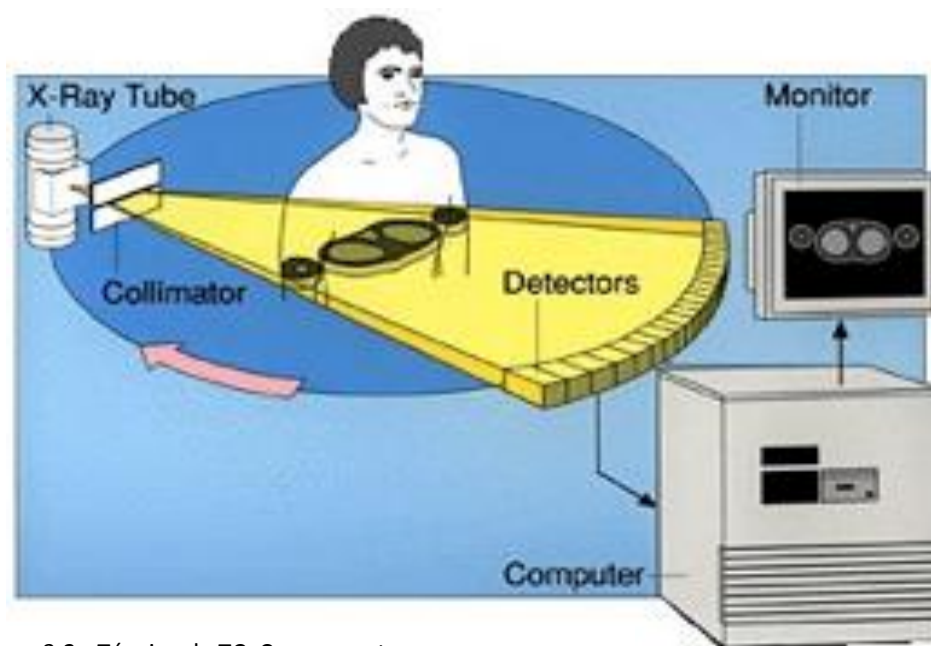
Técnica de TC. Componentes.
